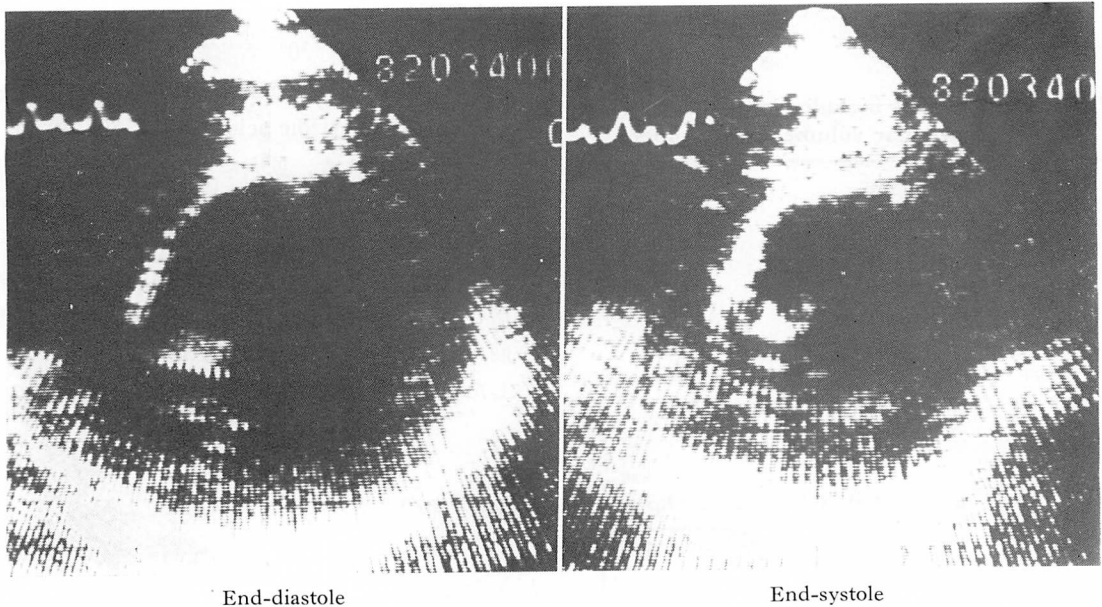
Two-dimensional echocardiograms showing the short-axis images of the left ventricle at the level of the papillary muscle in a case of acute anterior myocardial infarction.
